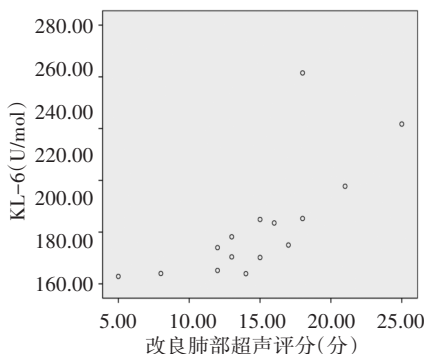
改良肺部超声评分与血清KL-6水平的相关性分析散点图
